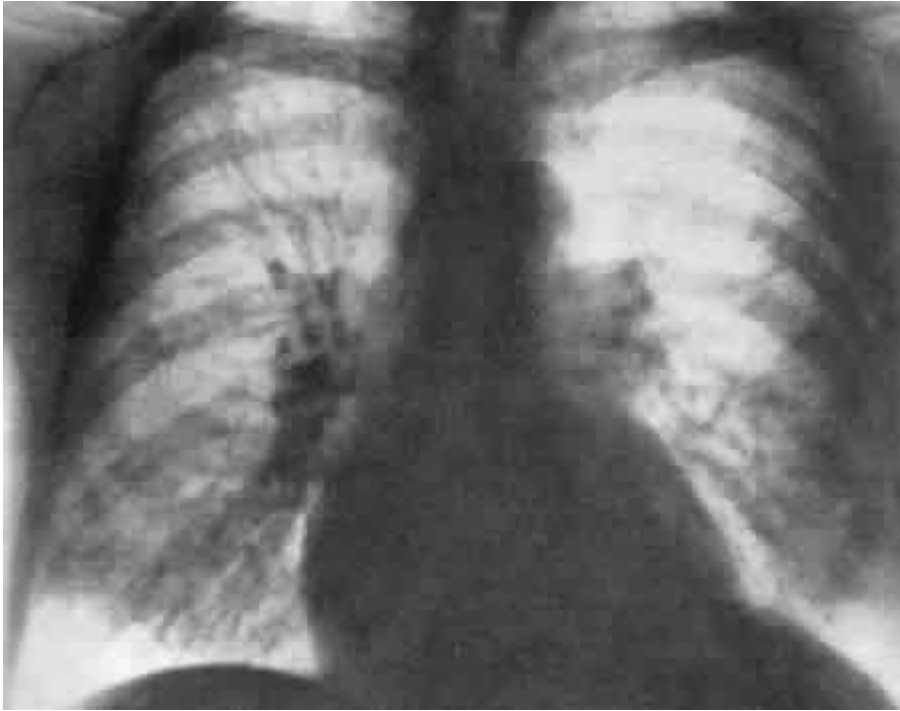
Рентгенограмма легких больной С. с острой почечной недостаточностью “fluid lung” (II стадия по Alwall, 1960).
